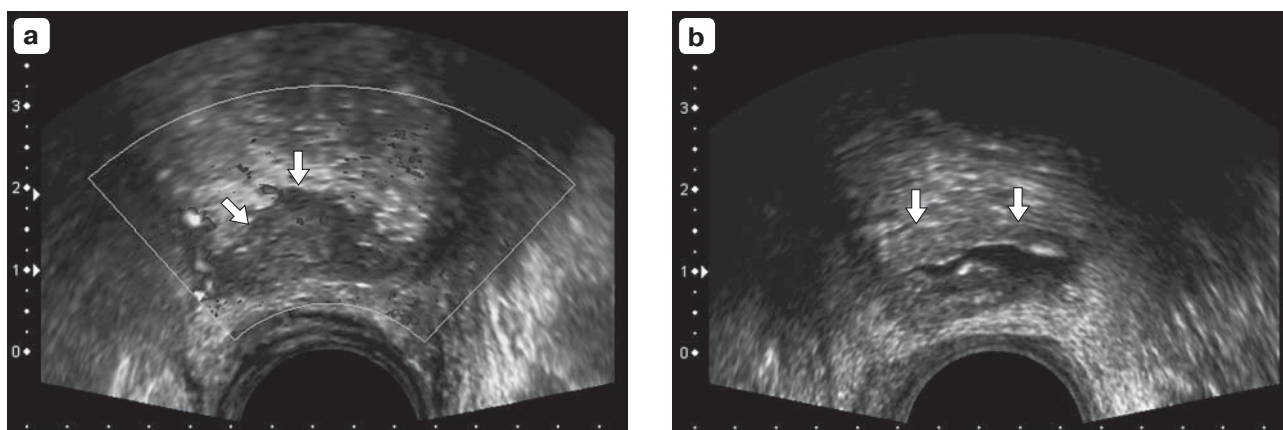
ТРУЗИ простатэктомического ложа. В-режим. Поперечное сканирование. Четкие (а) и нечеткие (б) границы околоанастомозных тканей (стрелки) у пациентов без биохимического рецидива. Рисунки из статьи [19].
